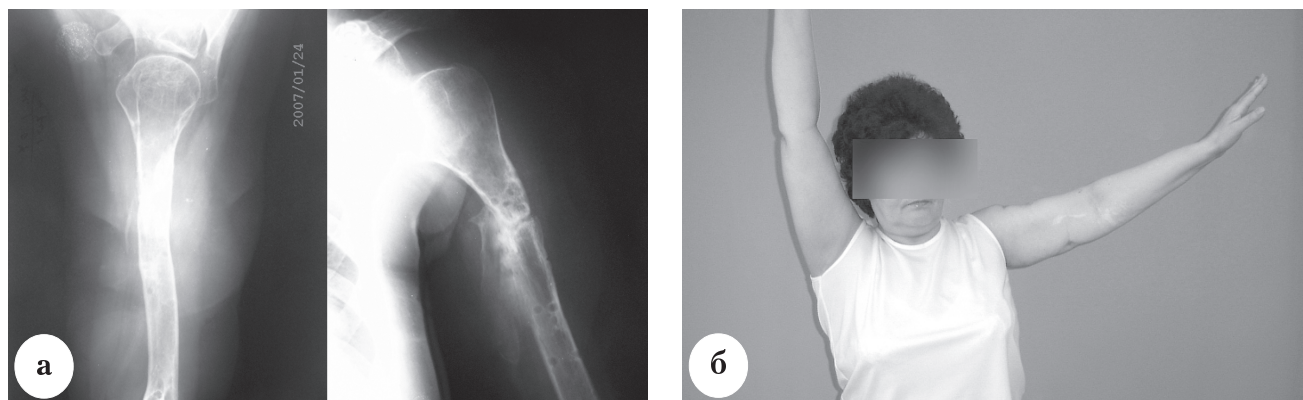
Пациентка К., 55 лет, после реконструктивной операции: а – рентгенограммы левой плечевой кости через 10 месяцев после операции; б – внешний вид с максимально возможным отведением обеих рук через три года после операции
